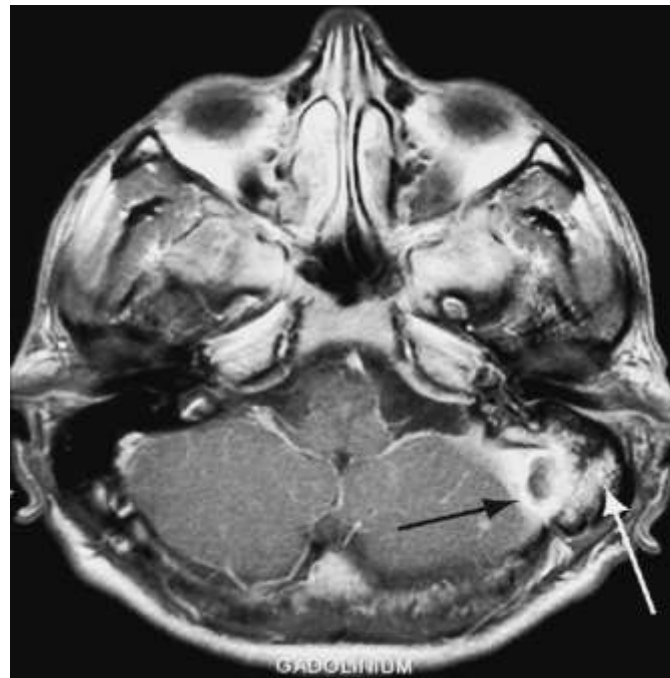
IRM cérébrale séquence T1 avec injection de gadolinium. Coupe axiale.
